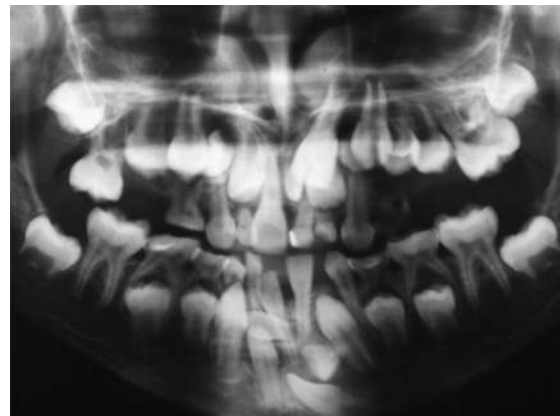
Radiografia panorâmica evidenciando dentes permanentes retidos e vários elementos supranumerários.
